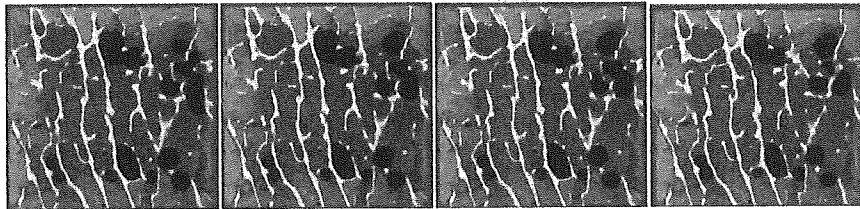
HIP024 マイクロ CT 画像
